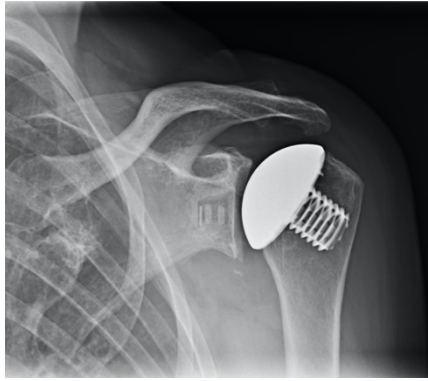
„True a.p.“ Röntgenaufnahme
